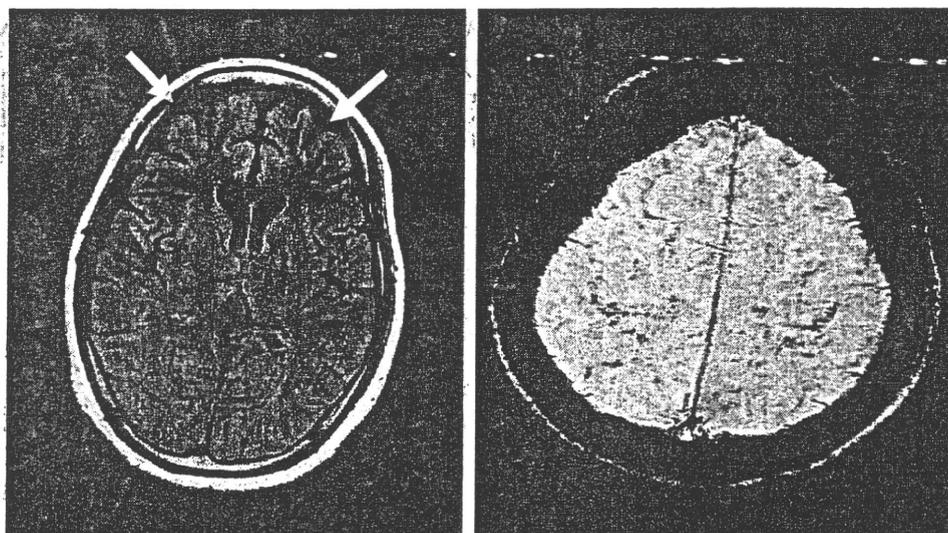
MRI FLAIR (左), SWI (右) ; 発症 4 ヶ月, 前頭葉軽度萎縮を認め, 大脳皮質に点状影を認める.
